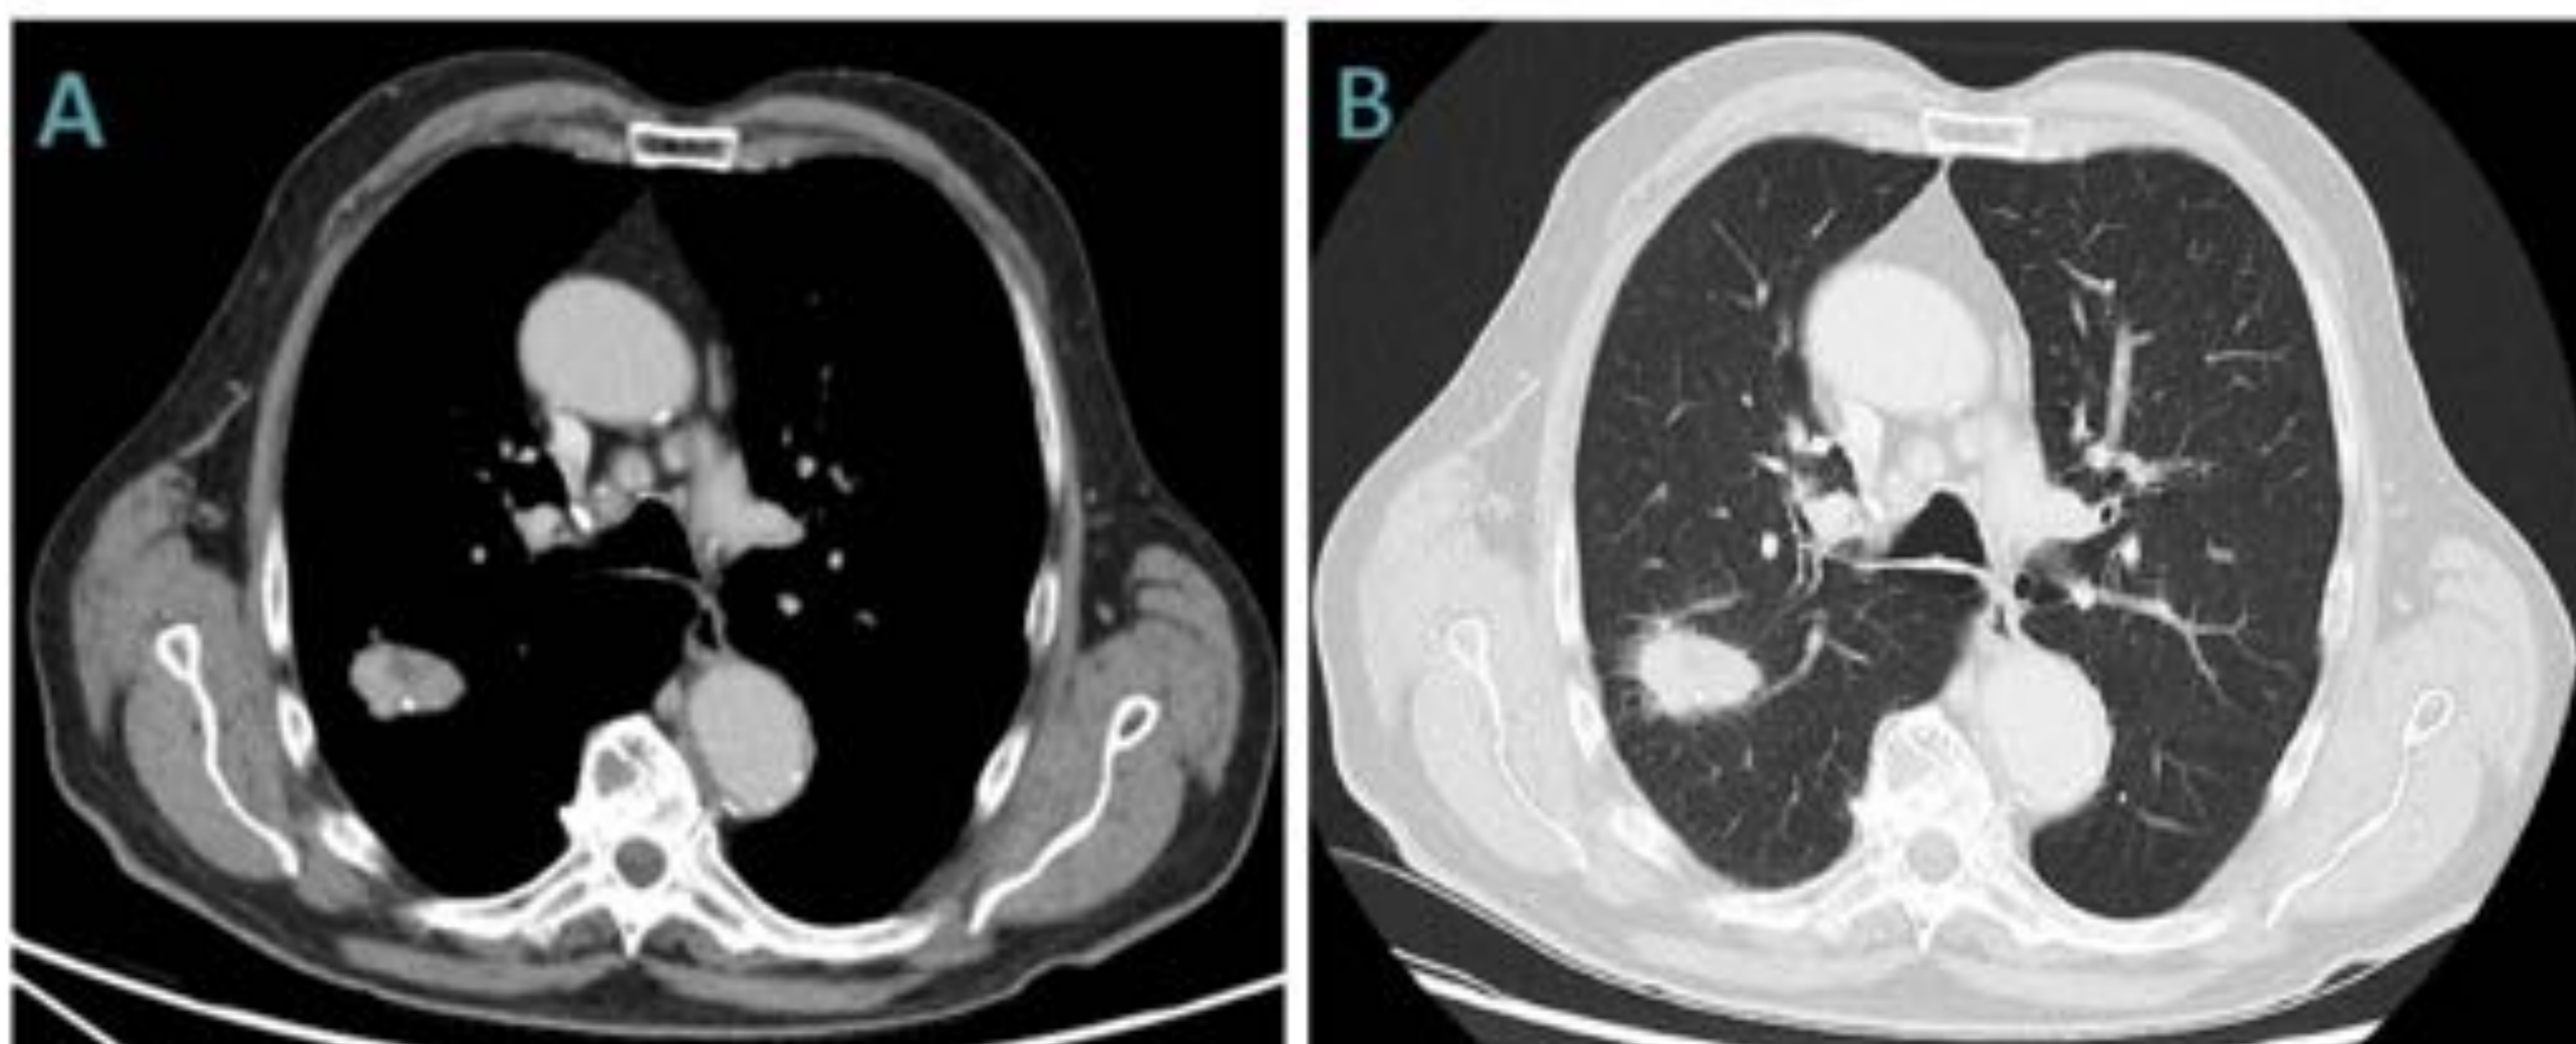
TC de tórax con contraste intravenoso en el que se observa una masa de bordes espiculados, sugestiva de neoplasia primaria. Presenta áreas de necrosis en su interior y una calcificación de localización excéntrica.
